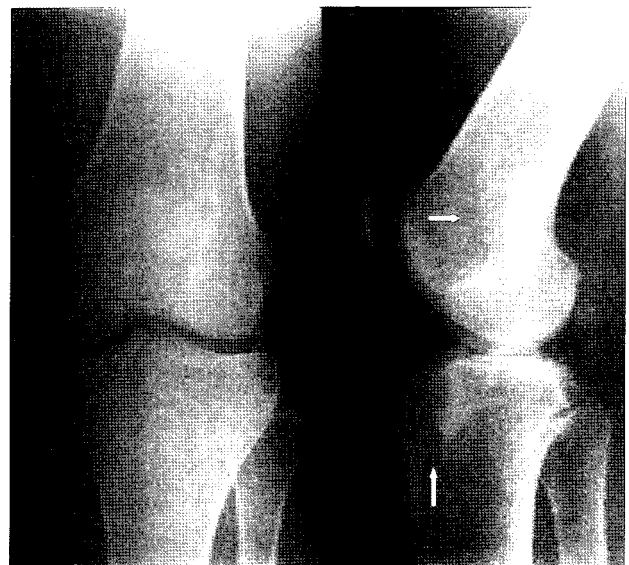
Anteroposterior and lateral radiographs of the left knee shows widening of tibial and femoral tunnel at 3 years follow up after ACL reconstruction with autogenous bone-patella tendon-bone and tibial & femoral fixation with bioabsorbable interference screws (arrow).
